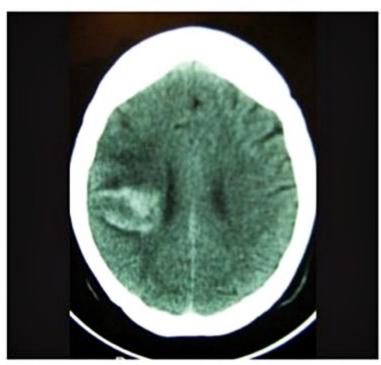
Tomografia computadorizada revelando infarto cardioembólico com transformação hemorrágica.
